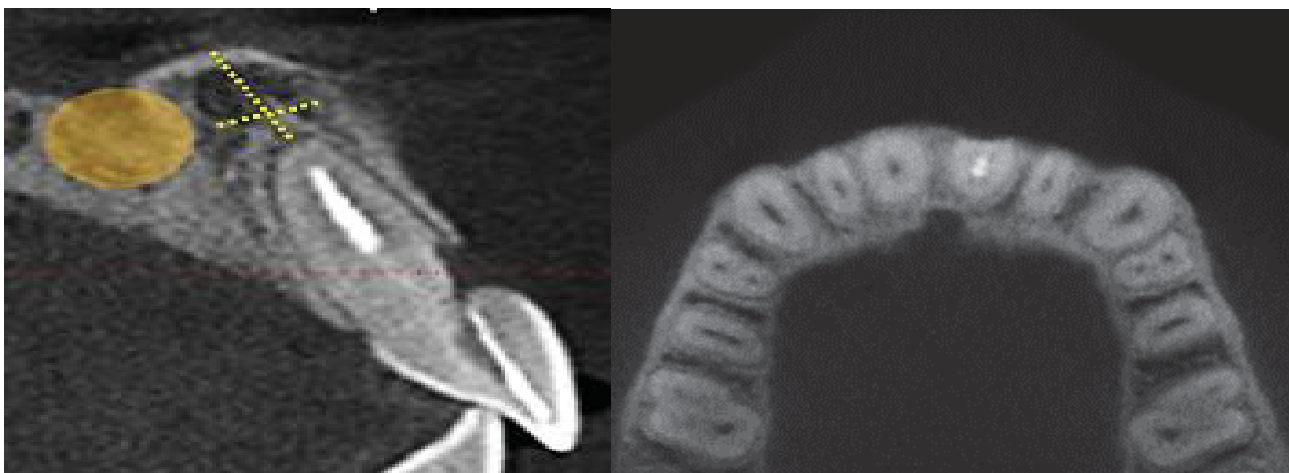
Tomografia computadorizada cone beam, corte sagital a esquerda mostrando fratura radicular se estendendo de terço médio a cervical, indicações em amarelo da relação ápice-assoalho de fossa e forame incisivo; corte axial a direita mostrando deiscência óssea na parede vestibular
